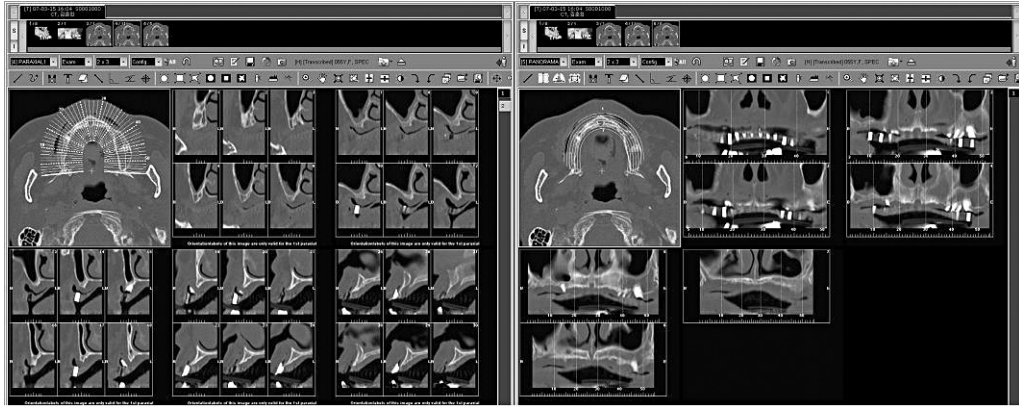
스텐트를 장착하고 임플란트 CT를 촬영한 경우 환자의 구강 내의 특정 위치에서 악골의 형태를 CT 영상에서 정확히 판단할 수 있다.
